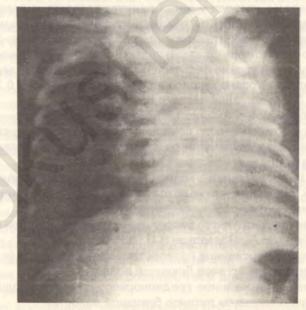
Рентгенограмма новорожденного ребенка с гипоплазией левого легкого
